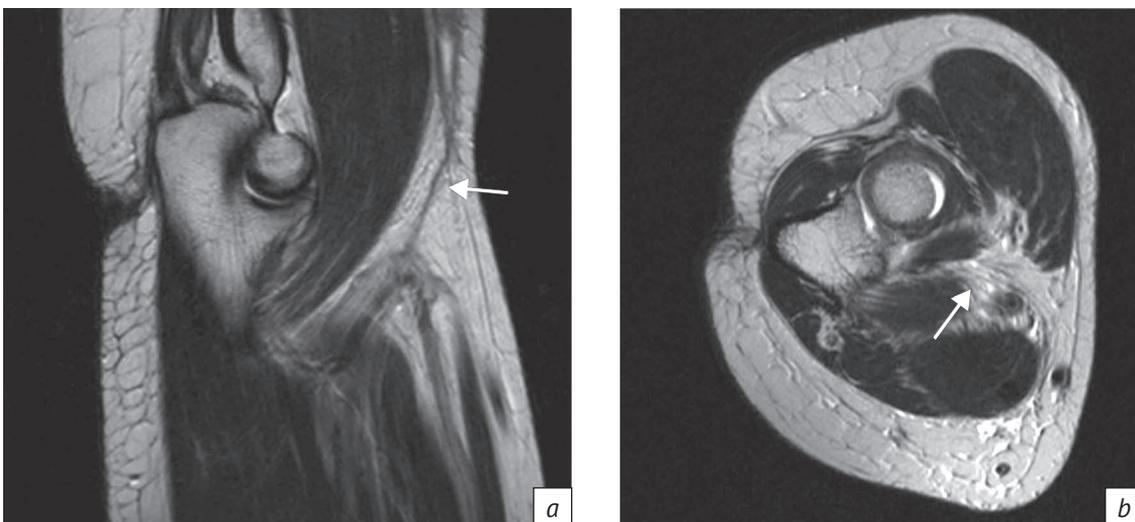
МРТ локтевого сустава в режиме T2:
